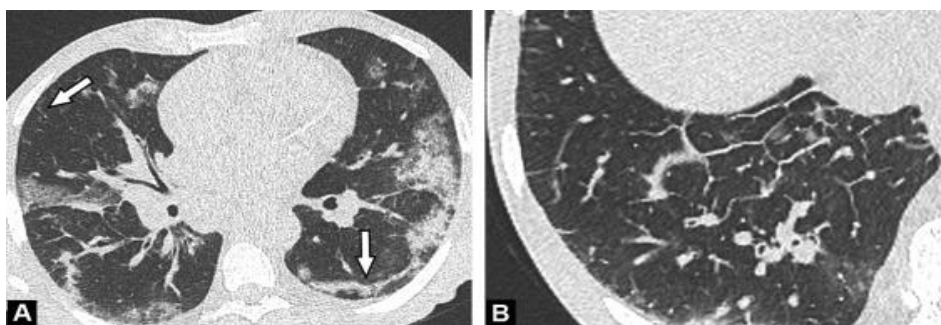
КТ ОГК 64-летнего мужчины с COVID-19 и отеком легких без положительной динамики. Помутнения типа матового стекла, смешанные с пятнистой консолидацией, видны в обоих легких и связаны с линейной (ретикулярной) консолидацией в субплевральной области левой нижней доли (стрелка) (А). Связанное с этим гладкое утолщение межлобулярной перегородки (В), указывающее на отек легких, предполагает левожелудочковую недостаточность или развившийся миокардит
